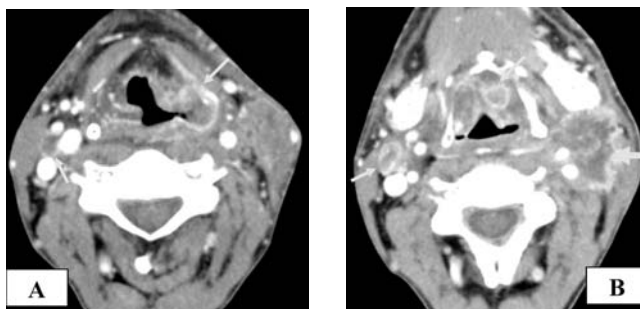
Пациент Г., 61 года. МСКТ шеи с внутривенным контрастированием. Определяется эндофитного характера роста гиперваскулярная опухоль, занимающая левый грушевидный синус (рис. «А»). Инфильтрация клетчатки преднадгортанникового пространства. В преднадгортанниковом пространстве слева, на шее с обеих сторон, по ходу внутренней яремной вены в верхней и средней трети определяются множественные метастатически измененные лимфатические узлы. Распространение опухолевого инфильтрата на левую внутреннюю яремную вену (просвет сужен до щелевидного), левую общую сонную артерию и ее ветви. Опухоль и измененные лимфатические узлы показаны стрелками. Пораженный «сторожевой» югодиагстральный лимфатический узел слева отдельно показан толстой стрелкой (рис. «В»).
